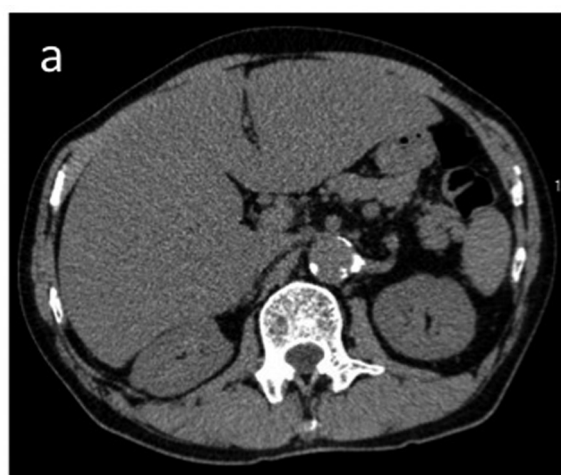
第10病日に撮影した腹部単純CT(b)では、入院時に撮影したもの(a)と比較して肝臓の増大を認めた。
